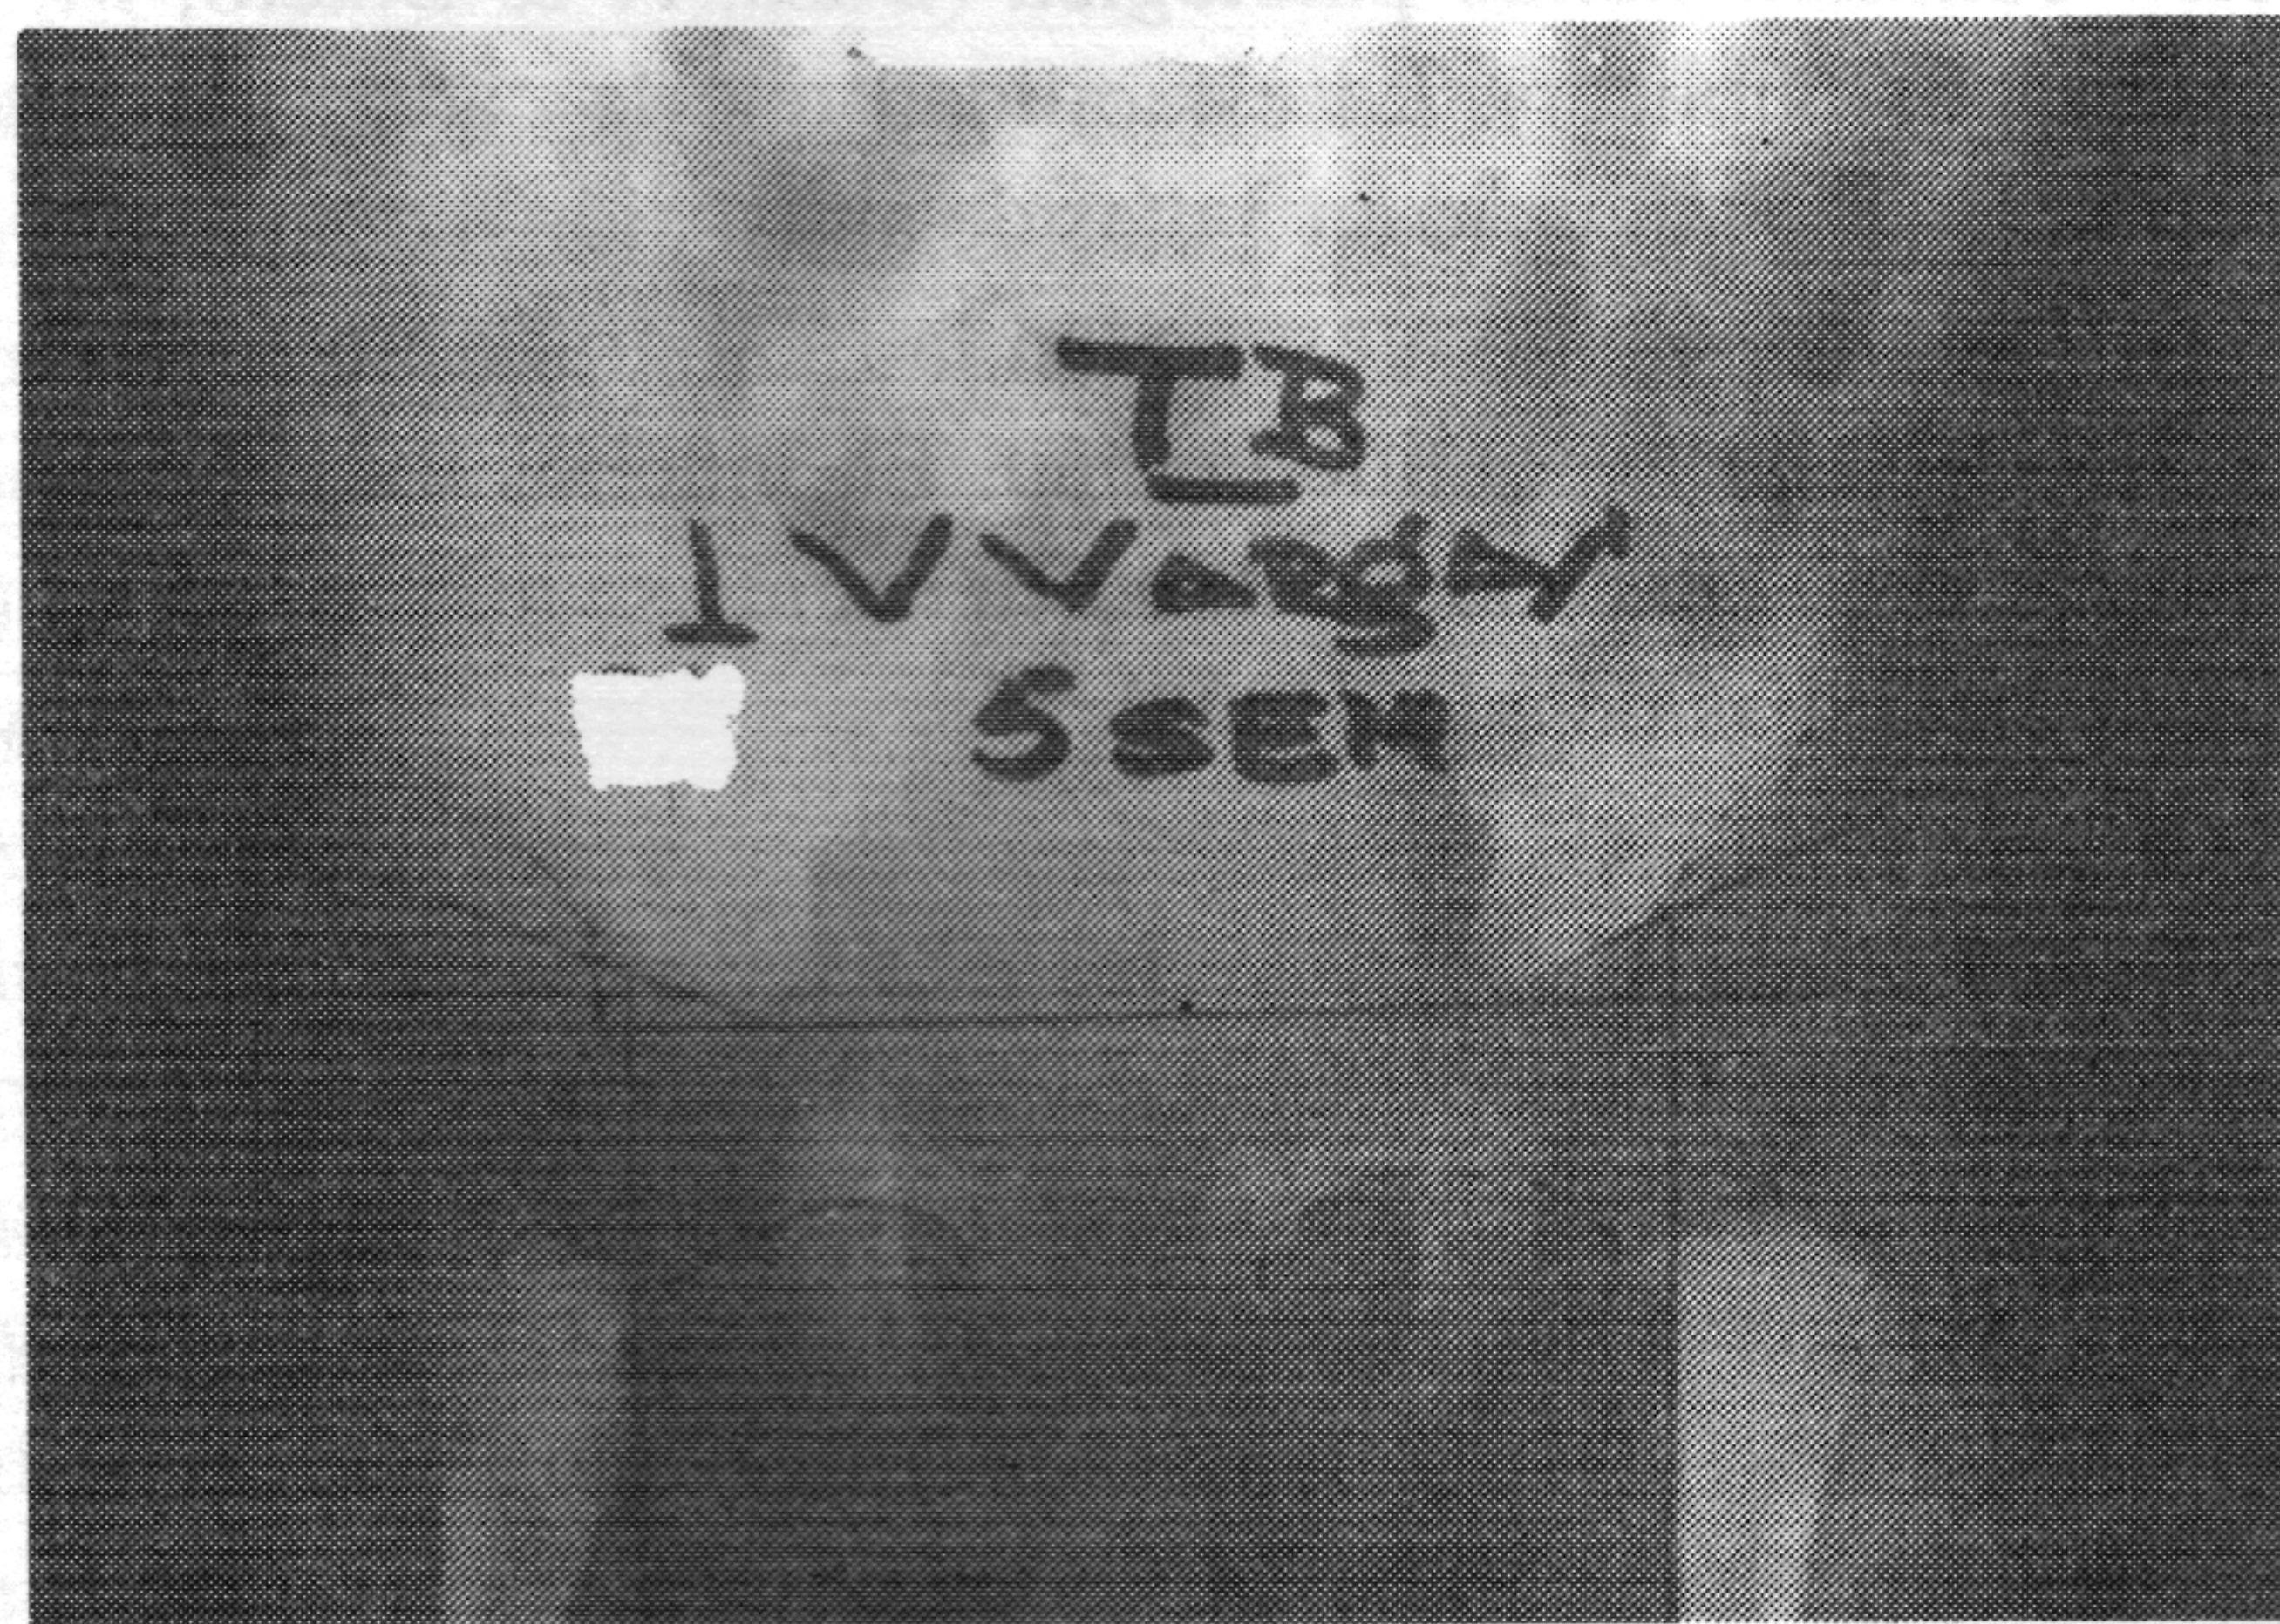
Radiografía de una recién nacida con luxación teratológica bilateral. Al observar la radiografía no es posible afirmar en forma definitiva si las cabezas están luxadas o no.
